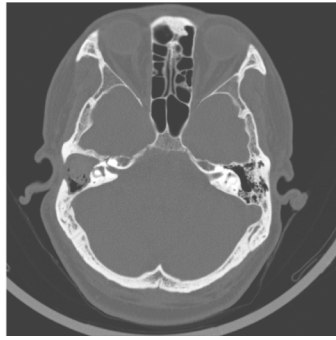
典型患者术前颞骨薄层 CT 检查所见(水平半规管可见大瘘口, 术中证实为胆脂瘤)
